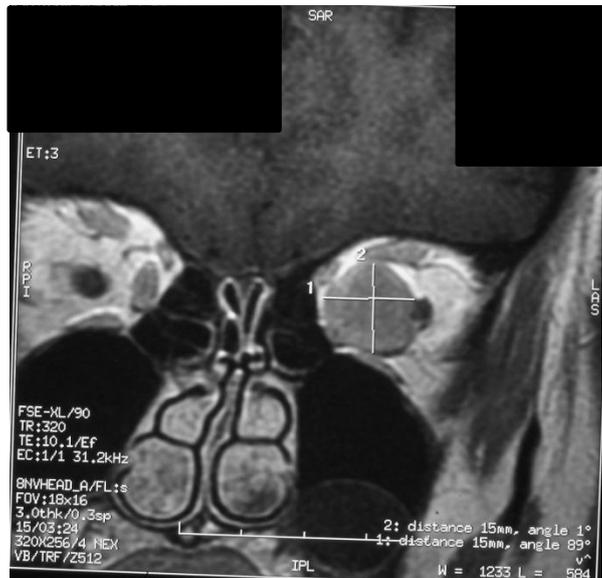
ASPECT EN IRM séquences T1 (Patient 4) (Imagerie Pr Béziat)
